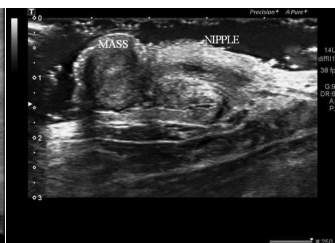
超声检查示右侧乳头上见一中等回声结节, 呈乳头状, 底部宽, 形态规则, 回声尚均匀(MASS: 肿块; NIPPLE: 乳头)
